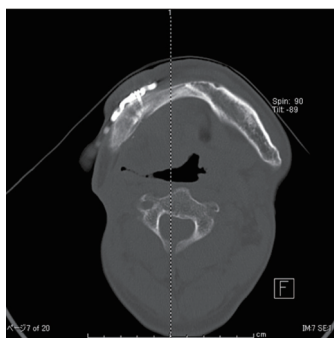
図6の症例のCT所見. 下顎右側には骨延長によって再生された顎骨が認められる. (香川大学医学部歯科口腔外科 松井義郎教授ご提供：文献29より)
